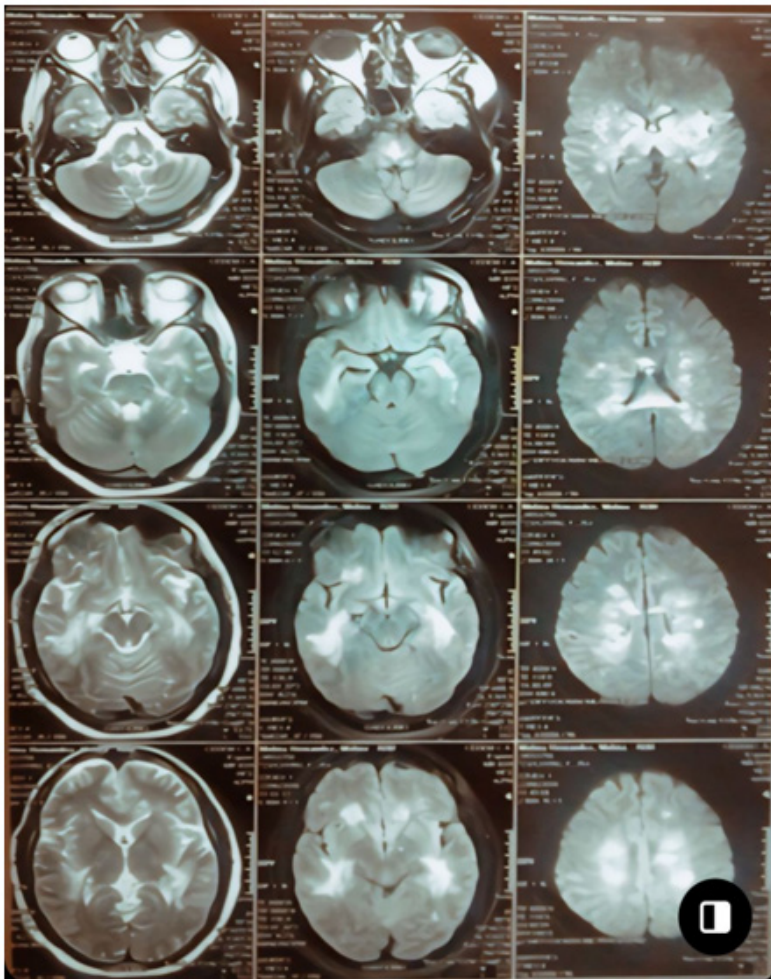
Resonancia magnética cerebral contrastada en secuencias T1 Y T2 imágenes hiperintensas a nivel de sustancia blanca indicativas de focos de desmielinización.
